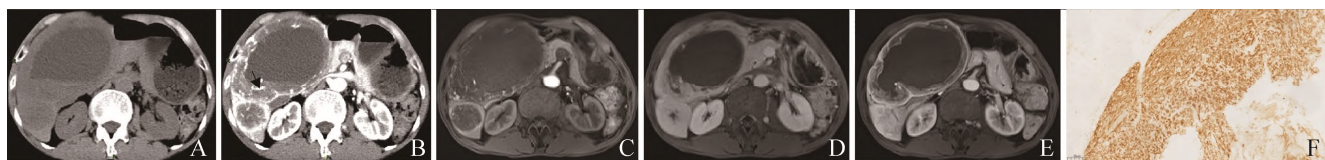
男, 71 岁, 肝脏原发性胃肠道间质瘤。A. 腹部 CT 平扫示肝右叶 2 枚类圆形低密度肿块, 密度不均, 边界不清, 较大者病灶中央见大片坏死囊变区及液-液平面; B. CT 增强扫描动脉期示大病灶实性部分轻度强化, 肿瘤周边见多发增粗迂曲血管影 (箭), 小病灶边缘明显强化; C. MRI 增强扫描动脉期强化同 CT; D. 延迟期强化范围向中央扩大并持续强化; E. 门静脉期较大病灶见假包膜强化; F. 免疫组化 CD117 弥漫强阳性 (Envision 二步法, $\times 400$)
